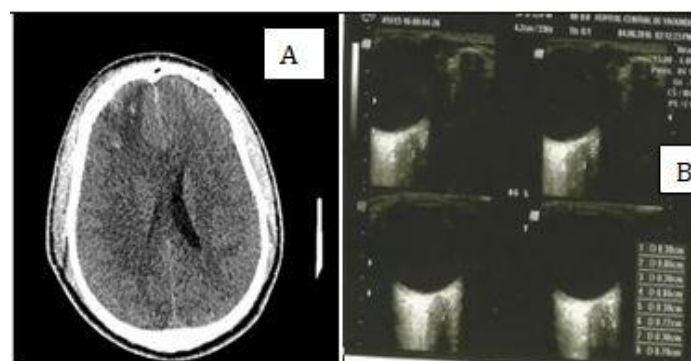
Traumatisme crânien post accident de la voie publique avec perte de connaissance initiale. A : scanner cérébral et B: échographie oculaire
